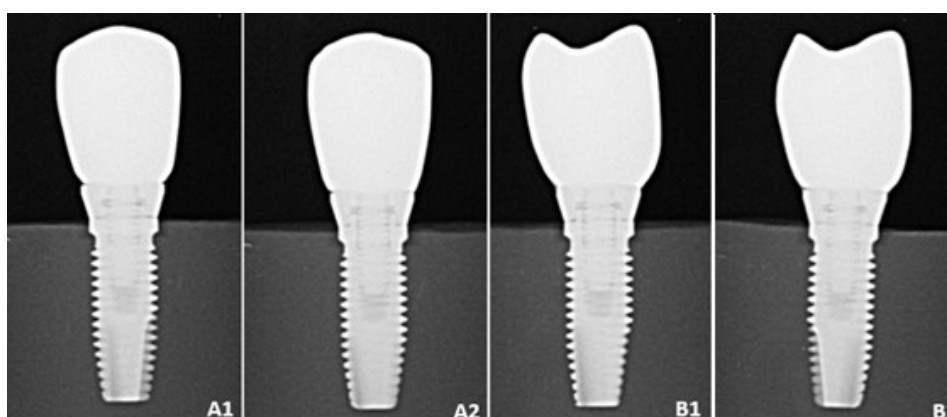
Imagem ilustrativa da radiografia digital A1) vestibular Abutment antes da ciclagem A2) vestibular Abutment pós ciclagem B1) distal Abutment antes da ciclagem B2) distal Abutment pós ciclagem.
